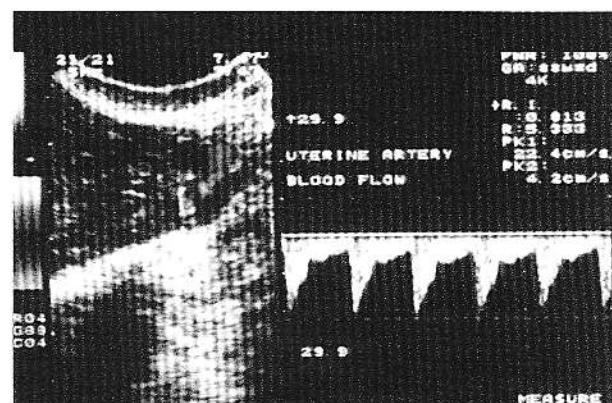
Vizualizarea fluxului arterial uterin în fază secretorie a ciclului menstrual prin tehnica Doppler duplex.
